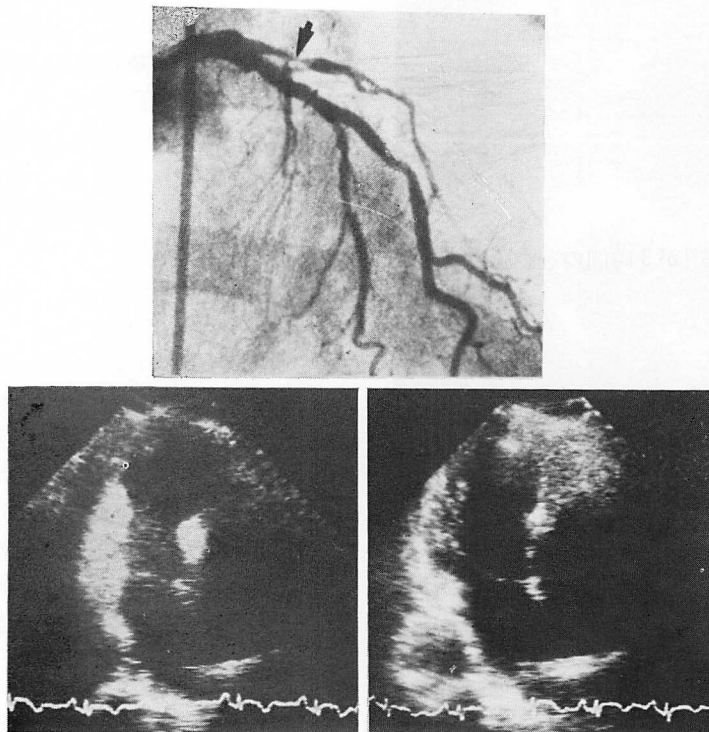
Coronary arteriogram and contrast echocardiograms in a patient undergoing intracoronary thrombolysis to the anterior descending artery (58-year-old woman).
